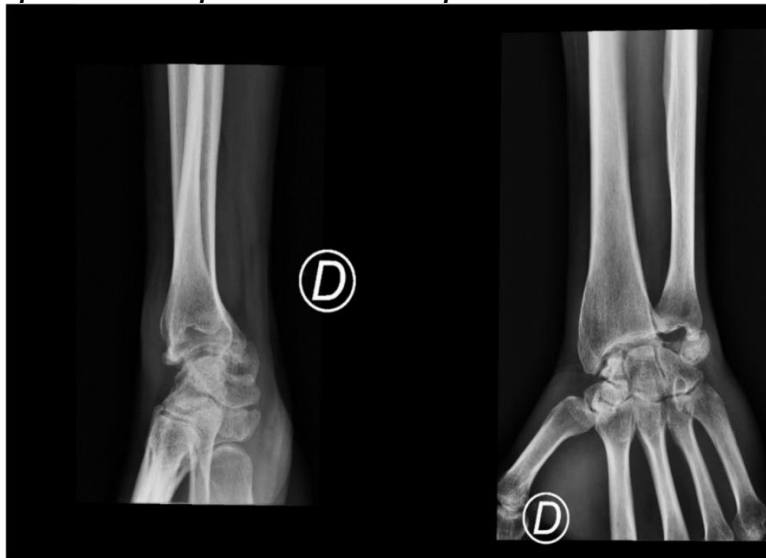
Radiografia do punho do direito três meses após artroplastia do semilunar com tunelização do flexor radial carpo – evidência de prótese do semilunar já deslocada e da âncora da primeira cirurgia.
